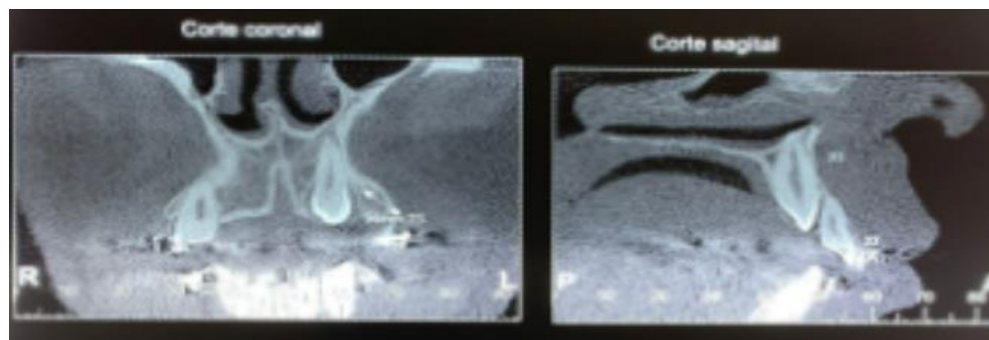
Tomografia computadorizada apresentando corte sagital e axial.
